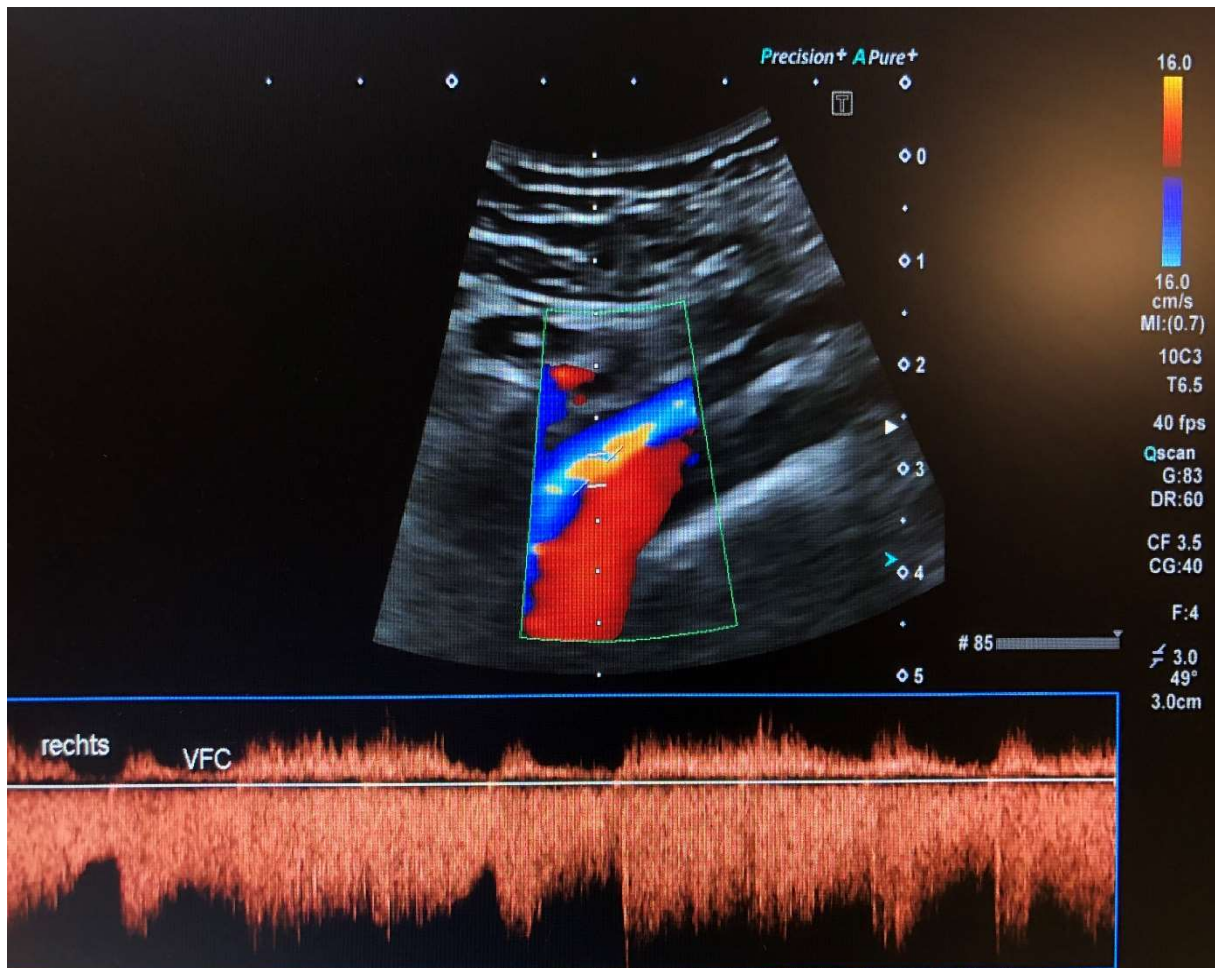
Farbduplexsonographische Darstellung einer AV-Fistel (Quelle: Eigenes Bildmaterial)
